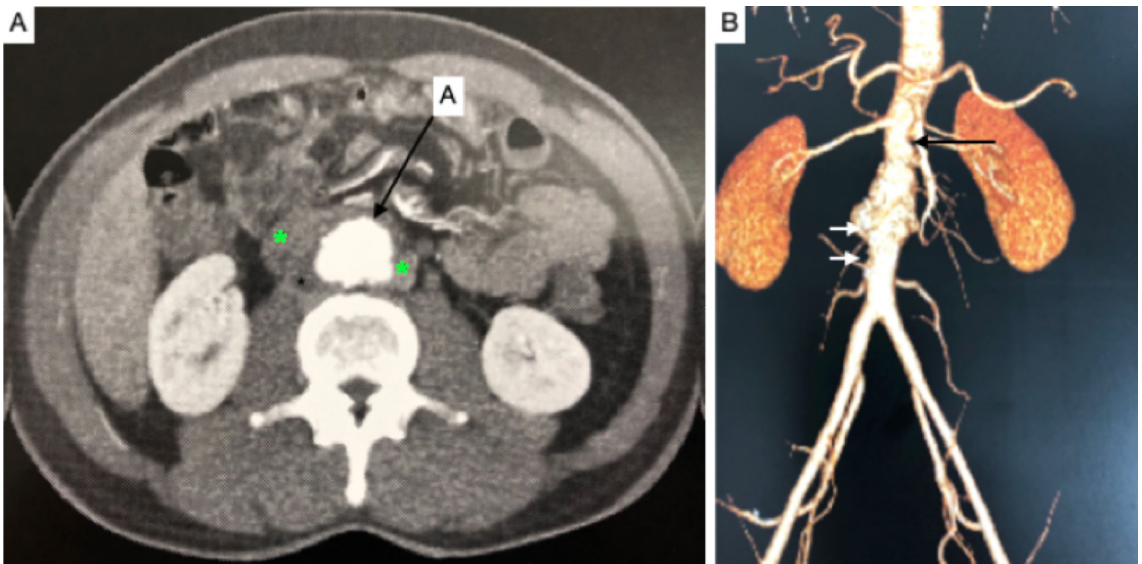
Tomografia computadorizada com contraste endovenoso. (A) Corte axial; A: aorta; os asteriscos correspondem a imagem compatível com coleção/massa periaórtica; (B) Reconstrução com técnica *maximum intensity projection* (MIP). Observar as irregularidades de contorno não apenas do aneurisma mas também dos segmentos aórticos proximais (seta preta) e distais (setas brancas) ao aneurisma.
